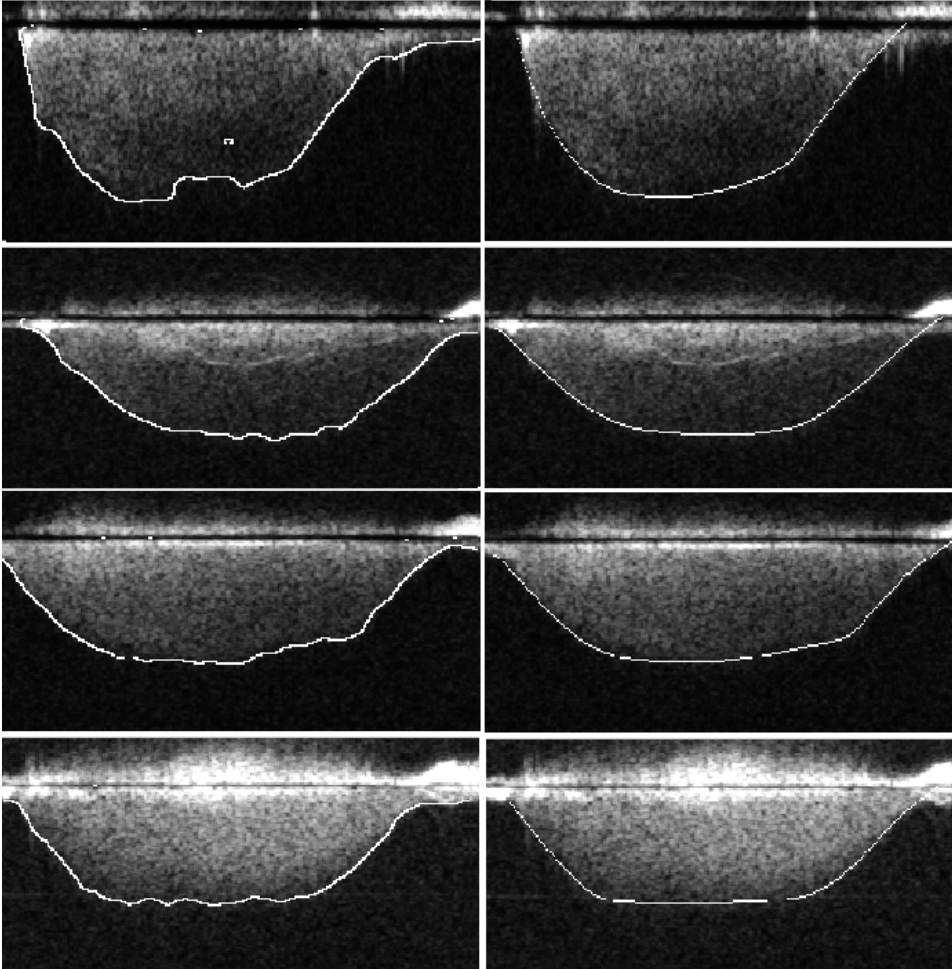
Eksempler på kantsporing av Dopplerspektrum av dårlig kvalitet
